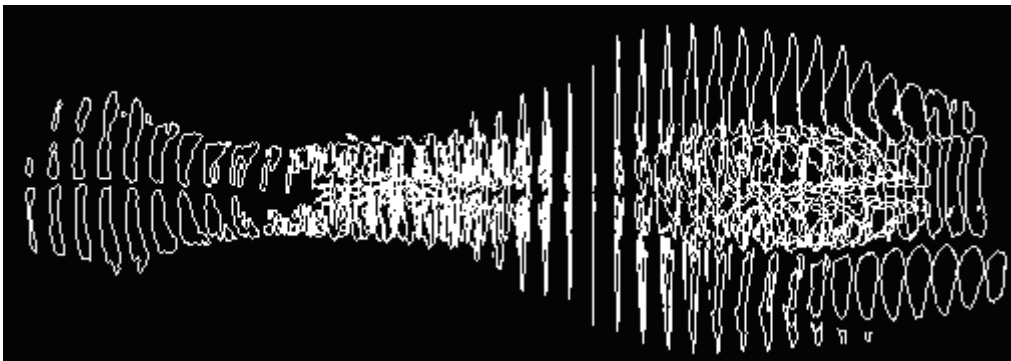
Ілюстрація набору фронтальних перерізів носової порожнини в сагітальній проекції за результатом сегментації томографічних даних
